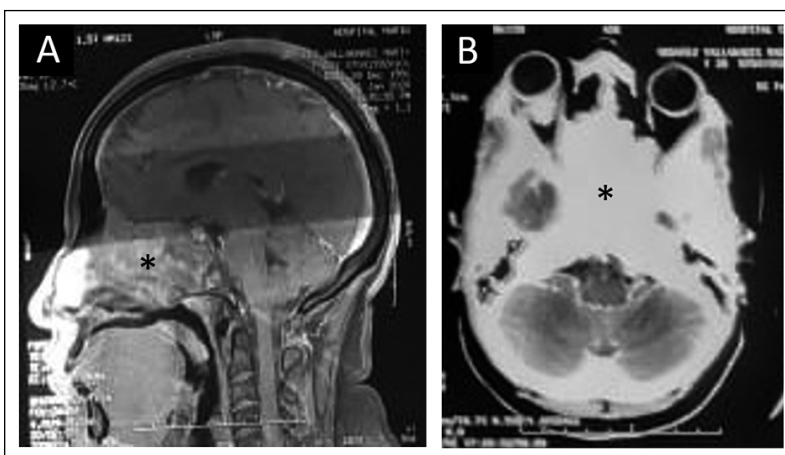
Tomografía computarizada de senos paranasales. (A) Corte sagital. (B) Corte axial. *Se muestra gran lesión ósea etmoido-esfenoidal.
